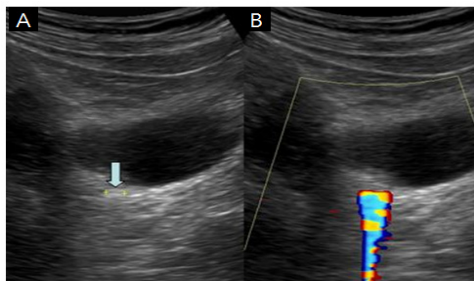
Ureteral stone in ureterovesical junction. A. Transabdominal ultrasound shows an echogenic stone (arrow) without posterior acoustic shadow. B. Color Doppler ultrasound shows twinkling artifact behind an echogenic stone.
